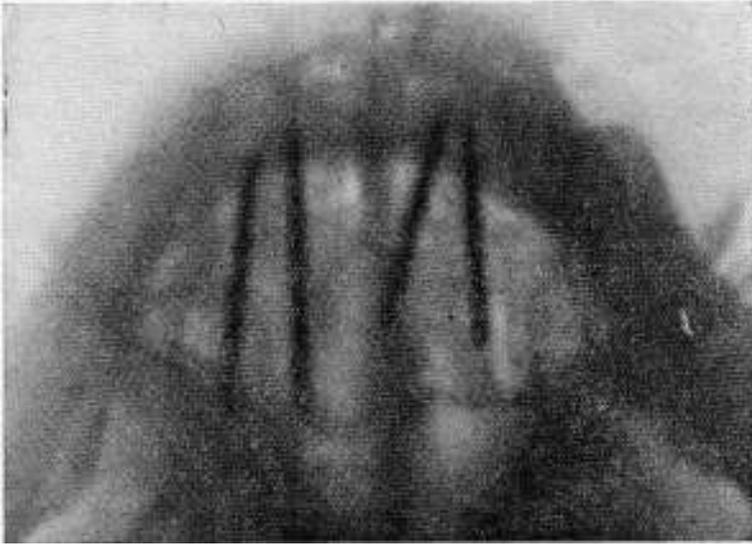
En esta radiografía se ven las agujas de radium de Regaud en un plano horizontal. Colocadas en la parte media del dorso lingual, la situación que ellas adquieren es viciosa. Este hecho se evita con las agujas de ^{ojo}doble ojo • por glosectomía y fijación de las agujas al borde de la herida.
